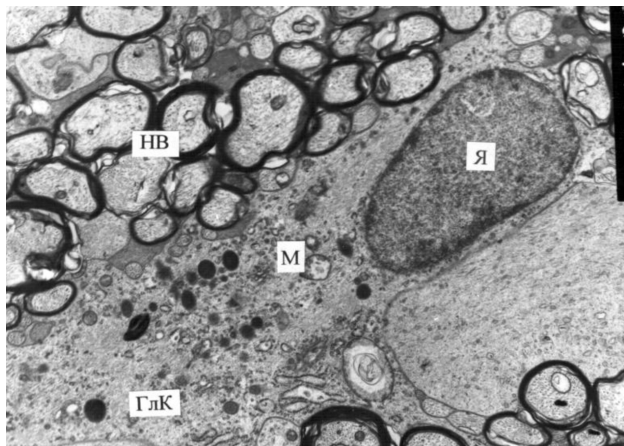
Ультраструктура глиальных клеток зрительного нерва кролика через 1 месяц после моделирования контузии легкой степени. Нормальная ультраструктура глиальных клеток. Электронная микрофотография. X 6 000. Условные обозначения: ГЛК — глиальная клетка, Я — ядро, М — митохондрия, НВ — нервное волокно.
